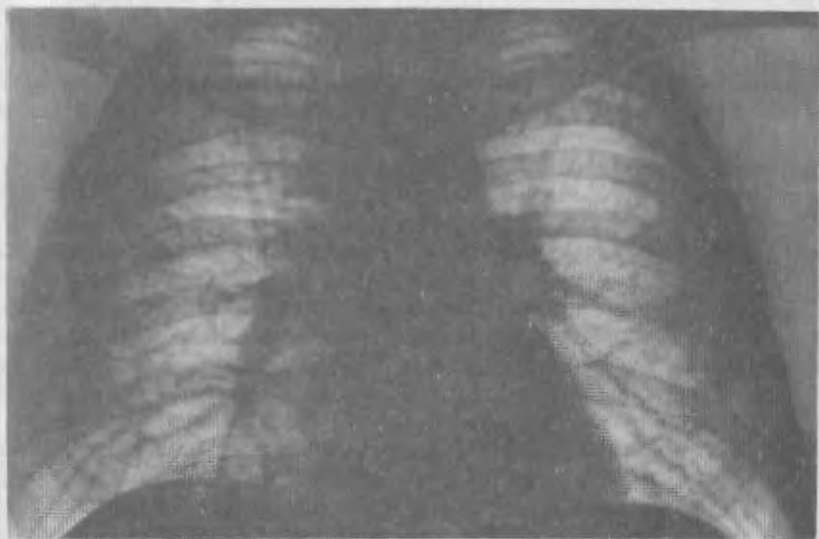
Рентгенограмма грудной клетки при саркоидозе лимфатических узлов и легких. Двустороннее увеличение лимфатических узлов и двусторонняя диссеминация в легких, плевральные наложения в костальных отделах с обеих сторон.
